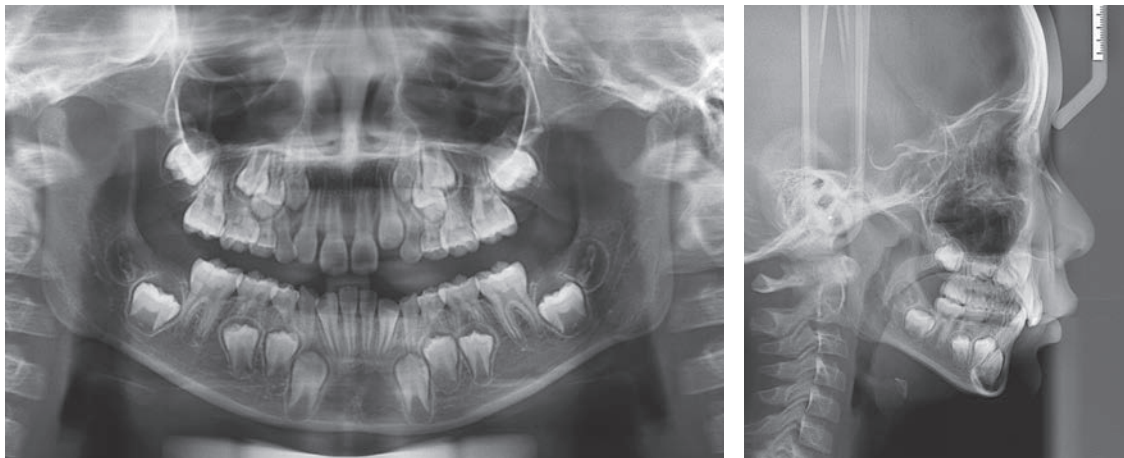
Posttreatment panoramic and cephalometric radiographs (9 years 8 months old).
